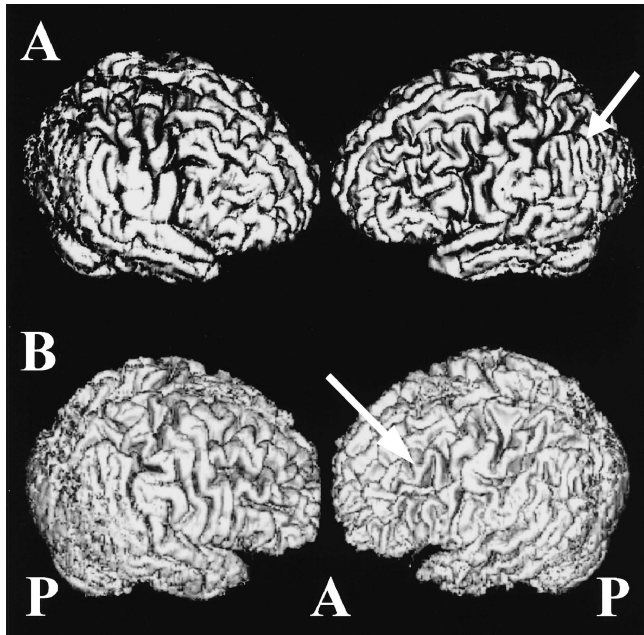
3D MRI using GE Signa High-speed LX 1.5T (3D spoiled gradient echo, TR/TE=12/5 ms, FOV=18×18 cm, FA=20°, slice thickness=2 mm, gap 0, surface rendering processing) is able to show dilatation of left Sylvian fissure and severe cortical atrophy of left temporal lobe as a three-dimensional image. A: in a case with fluent aphasia, cerebral atrophy is seen significantly at Wernicke's area. B: brain atrophy is seen significantly at Broca's area in another case with non-fluent aphasia.
